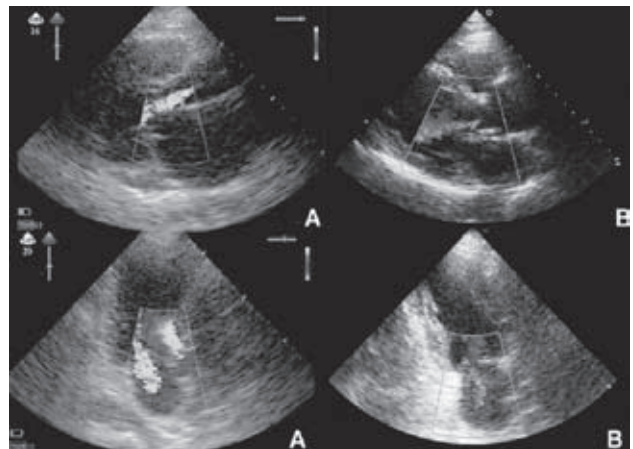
Ecocardiograma transtorácico. Evidencia de dilatación del hemicardio derecho con hipertensión pulmonar.
